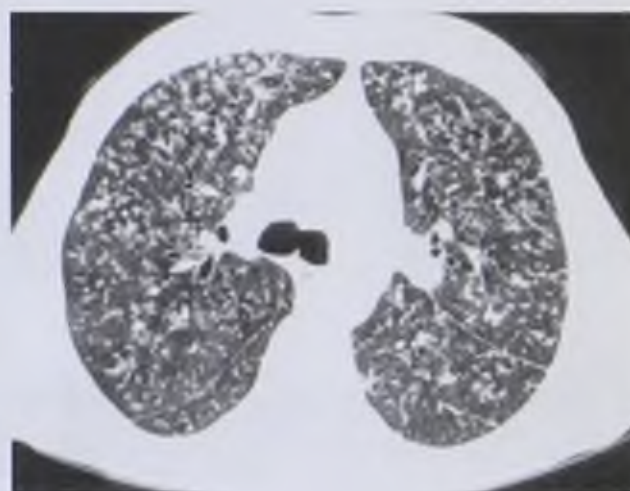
Компьютерная томограмма. Острый диссеминированный туберкулез легких
